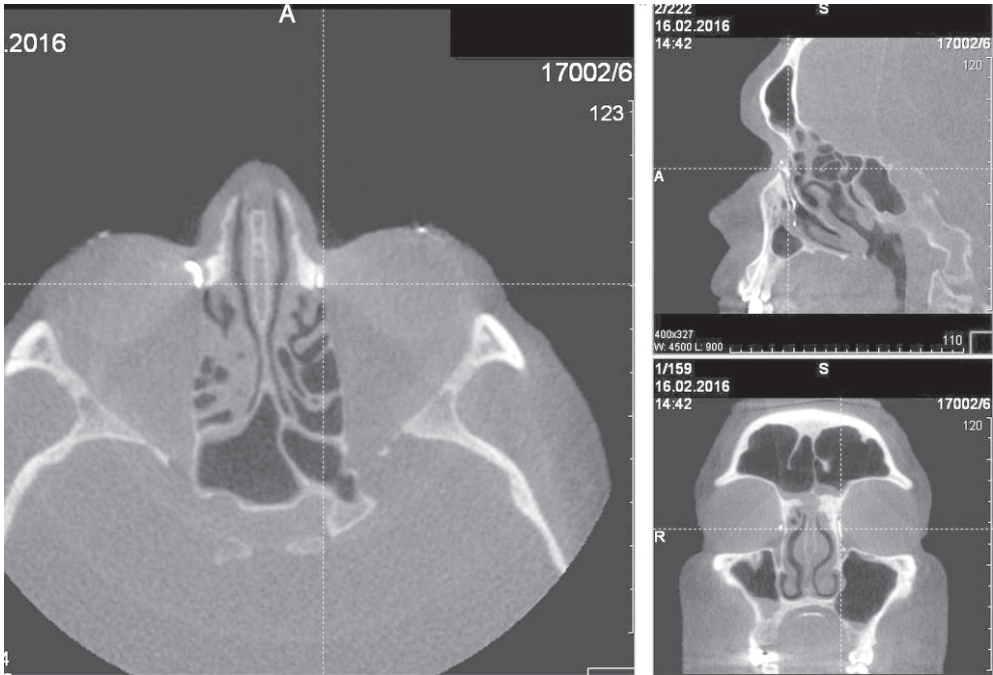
1А. Конусно-лучевая томография пациента X. – контрастирование слезоотводящих путей
